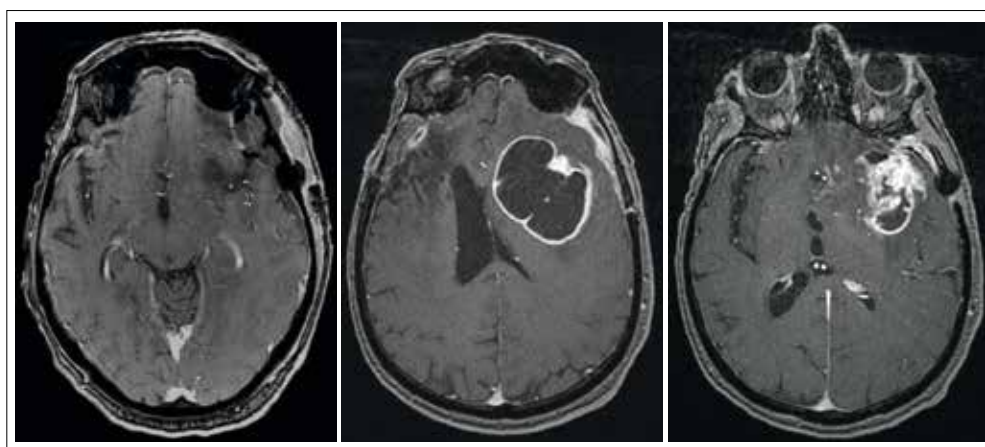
A) Imagen de RMN de control posquirúrgico precoz, en la que se observa la resección completa de la lesión. B-C) Imágenes de RMN T1 + Gd que muestran la recidiva final
